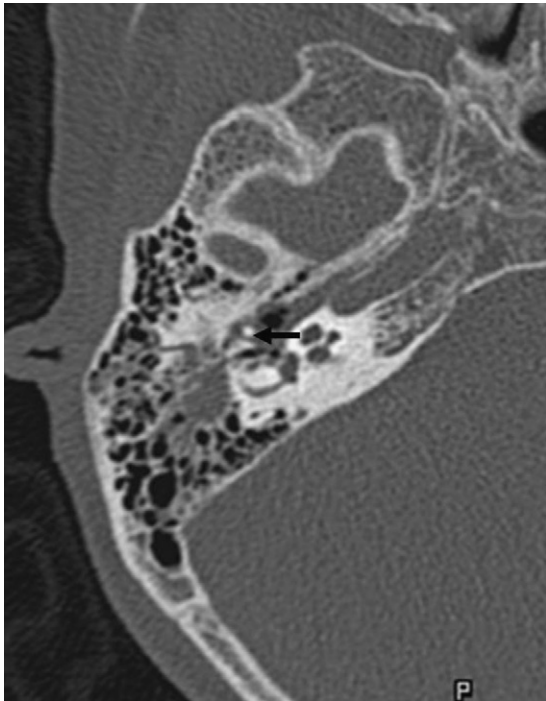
Coupe TDM axiale : fracture longitudinale extralabyrinthique droite passant par l'écaille horizontale sus-méatique avec diastasis incudomalléaire en rapport avec une luxation (flèche noire).
